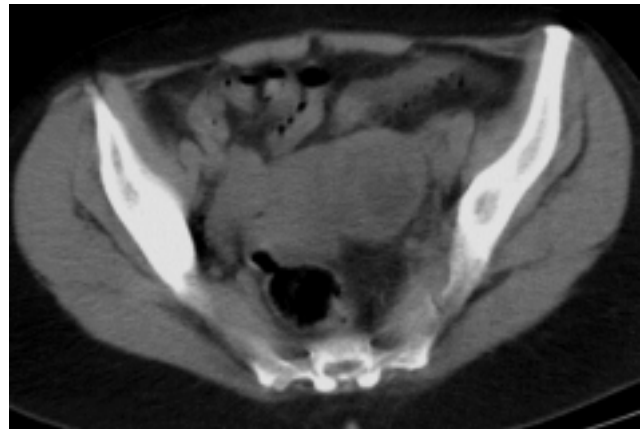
Tomografía computada muestra tumoración de densidad sólida que hace cuerpo con el útero.
